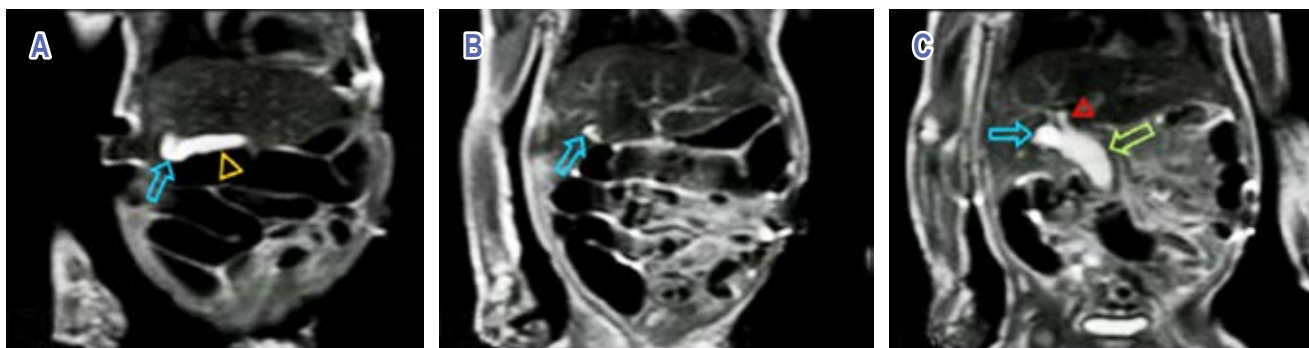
Resonancia magnética secuencia T2W-TSE, coronal. A) Ectopia de la vesícula biliar (cabeza de la flecha), aumento del diámetro del conducto cístico desde su origen (flecha azul) y en su recorrido. B y C) Dilatación en la llegada del conducto cístico (flecha azul) con dilatación de todo el colédoco (flecha verde) y parcialmente del radical biliar derecho (cabeza de flecha roja).
